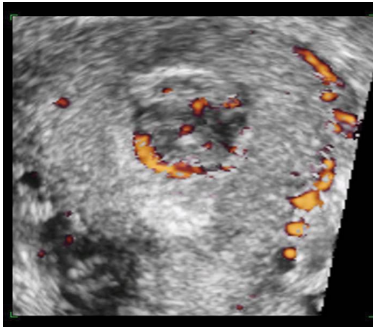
Modo render con power Doppler de un útero con mioma submucoso. Obsérvese la vascularización periférica del mioma.
